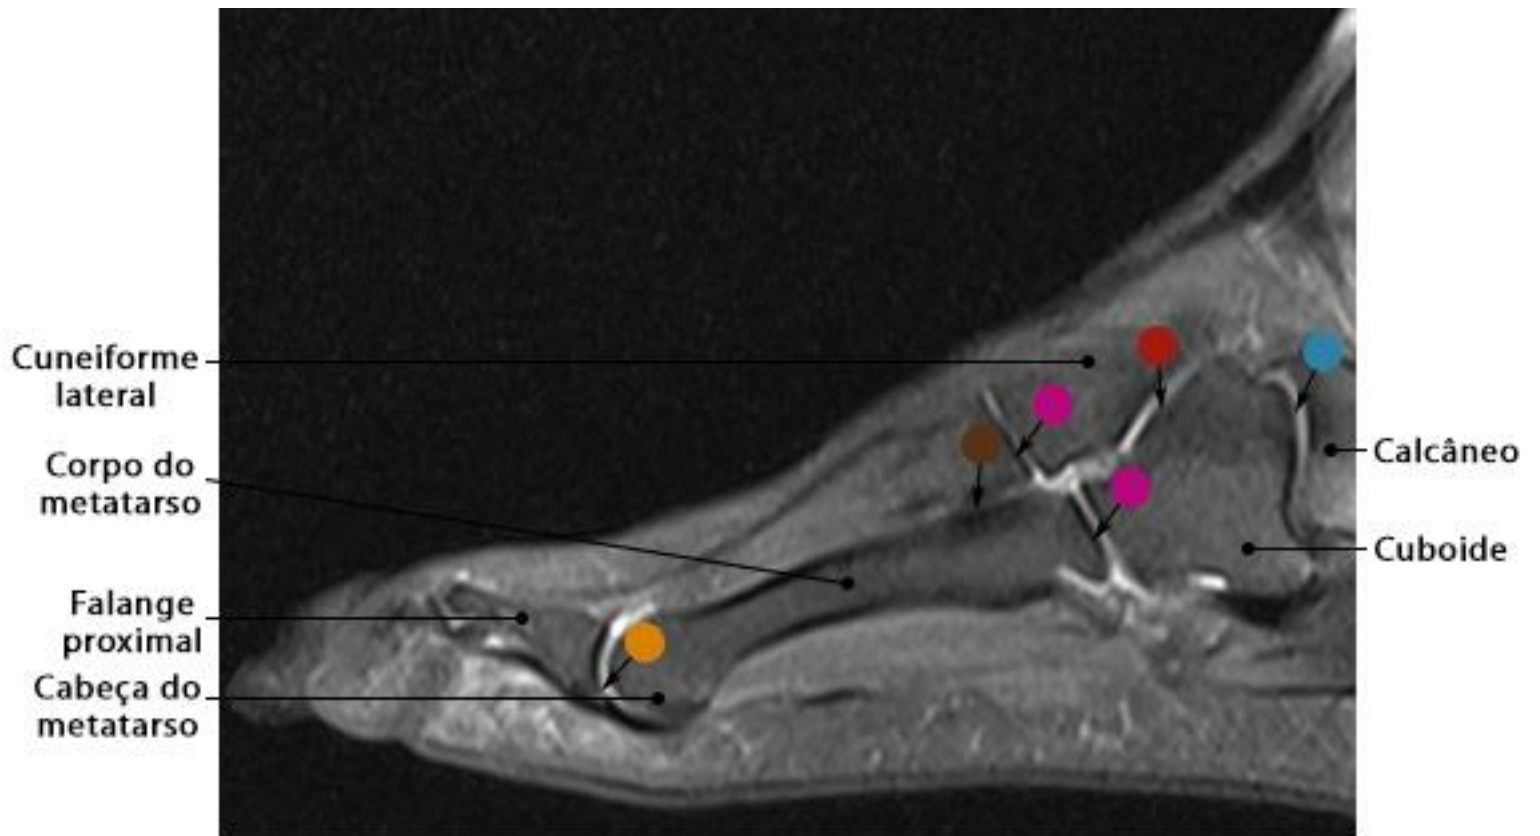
RM do antepé em corte sagital com ponderação DP SPAIR
